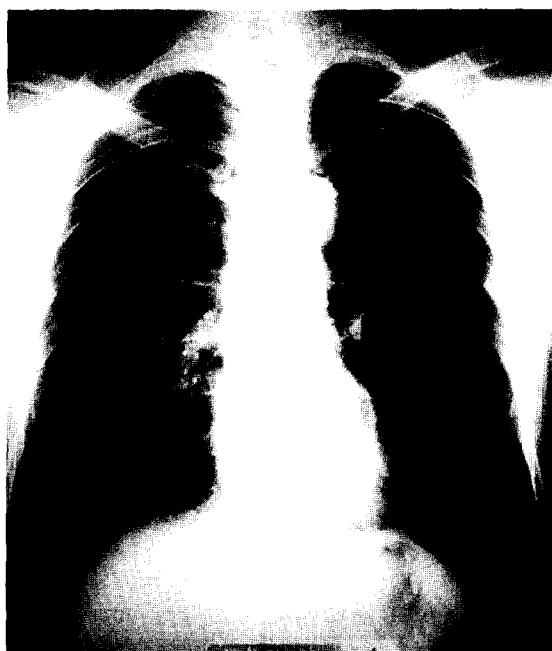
Chest X-ray shows a nodule in the right lower lung field
